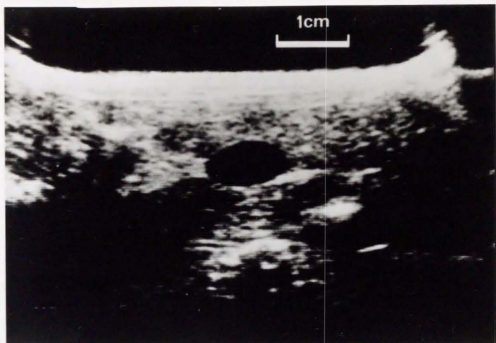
7.5MHz超音波プローブによるブレイリードッグ胆嚢像。
